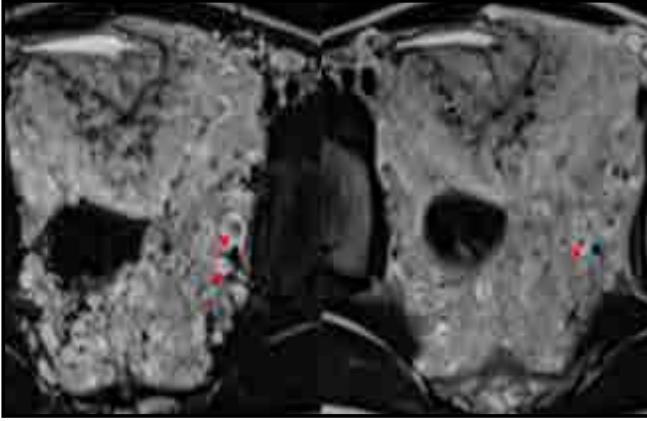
Ultrasonografik görüntüsünde perivezikal bölgede izlenen heterojen iç yapıda yumuşak doku lezyonları
